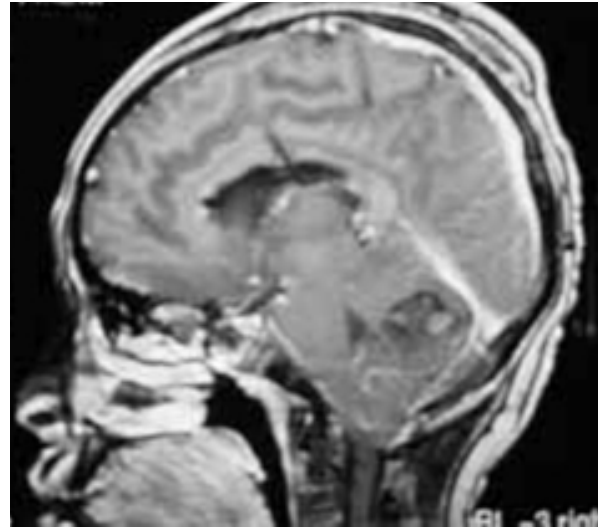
IRM sagital. Muestra tumoración heterogénea en vermis.
